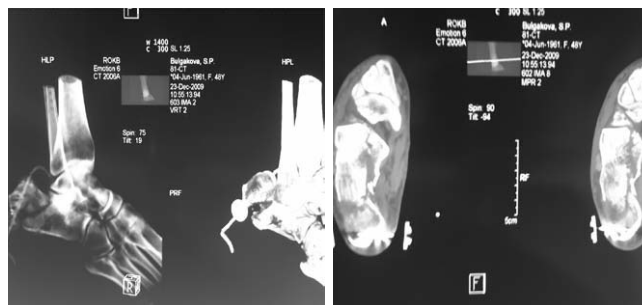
а. Магнитнорезонансная томография пяточной кости больной Б., 49 лет. Диагноз: закрытый многооскольчатый перелом правой пяточной кости со смещением. При поступлении налажено скелетное вытяжение за пяточную кость. На 3 сутки сформировался спицевой пролежень. Спица удалена. В зону перелома введен КоллапАн-гель 4,0.
